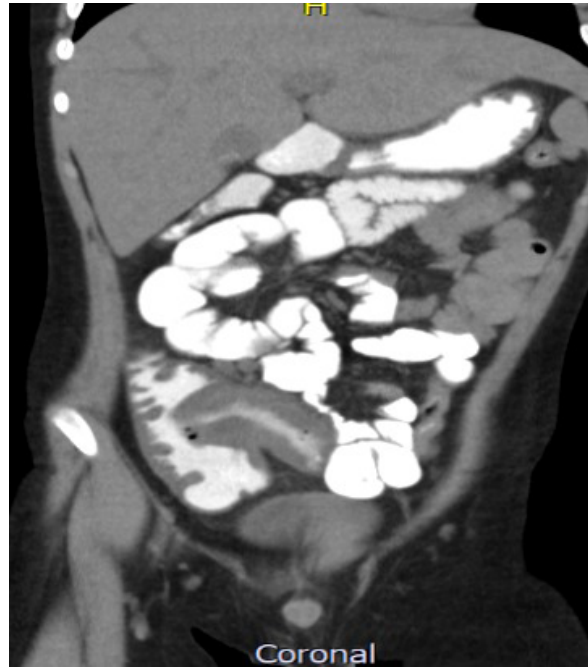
Tomografía sin medio de contraste endovenoso Corte coronal: Se evidencia engrosamiento focal concéntrico a nivel ileocólico con tránsito normal del medio de contraste hasta el ciego.
